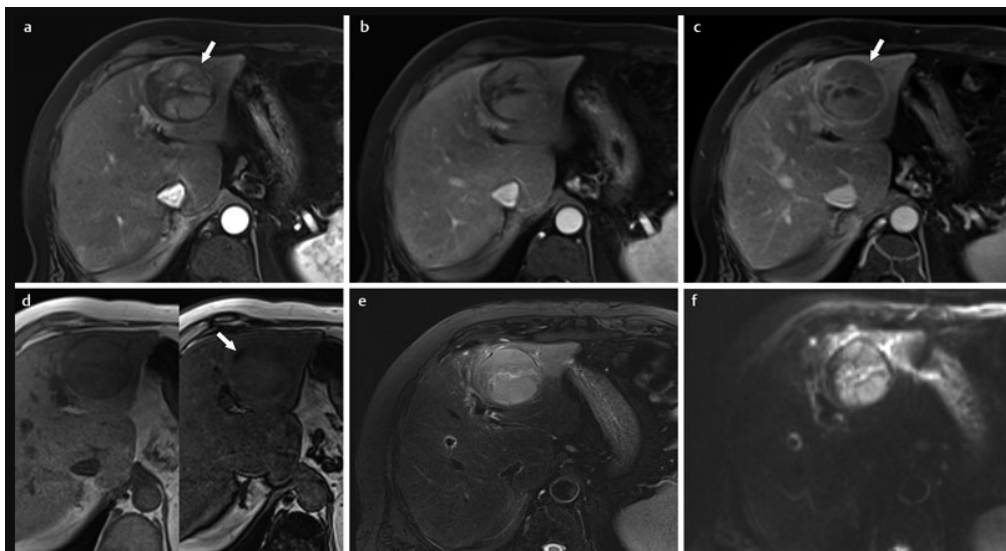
LR-5 : Définitivement CHC. L'IRM dynamique rehaussée au gadolinium en phase artérielle, veineuse porte b et retardée (c) montre une lésion d'hyper vascularisation artérielle (HVPA) avec lavage en phase retardée (c) et une capsule rehaussée (flèches). Des caractéristiques auxiliaires sont présentes (qui ne changeraient pas la catégorie, mais augmenteraient la confiance du lecteur) : (d) T1w in-phase (à gauche) et en phase opposée (à droite) montrent de la graisse (flèche), (e) T2w hyper intensité modérée et (f) restriction de diffusion.[76]
